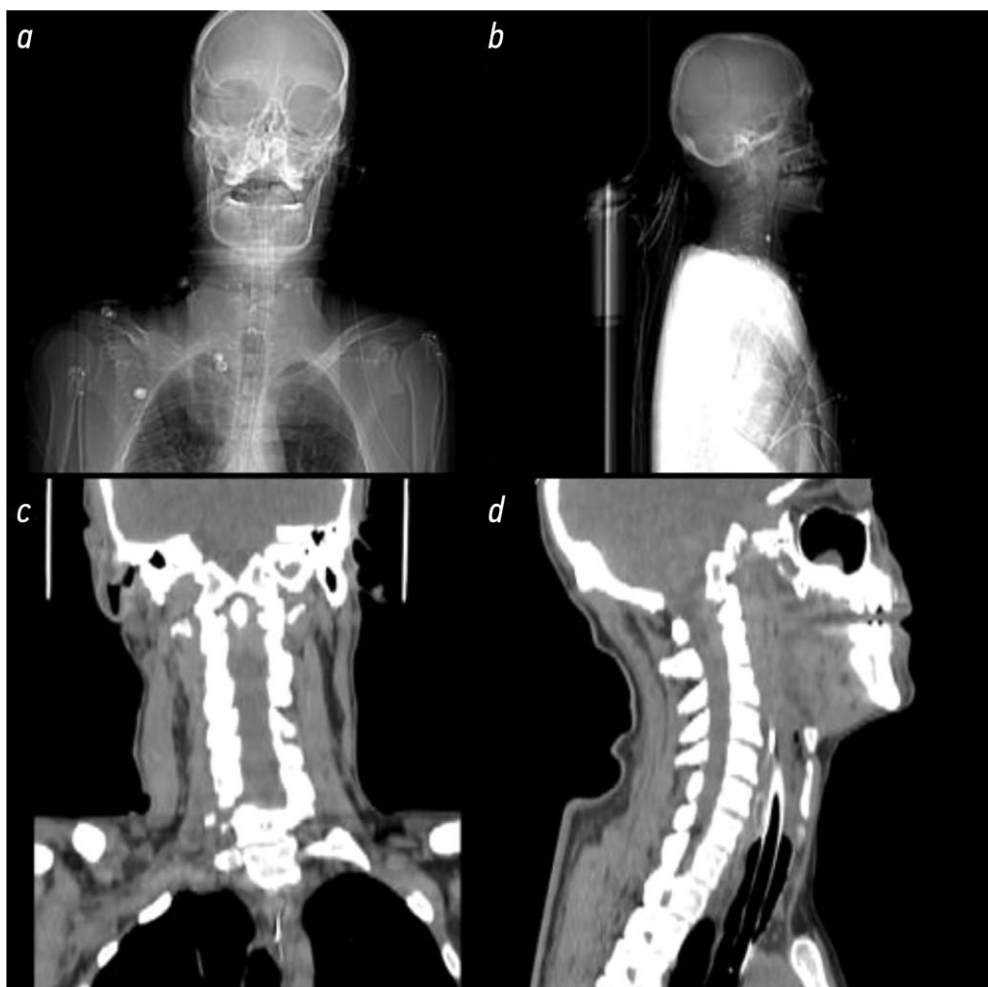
Послеоперационные изображения компьютерной томографии в коронарной (*a, c*) и сагиттальной (*b, d*) плоскостях подтверждают удаление инородного тела с сохранением остаточного повреждения спинного мозга и изменений в мягких тканях.
